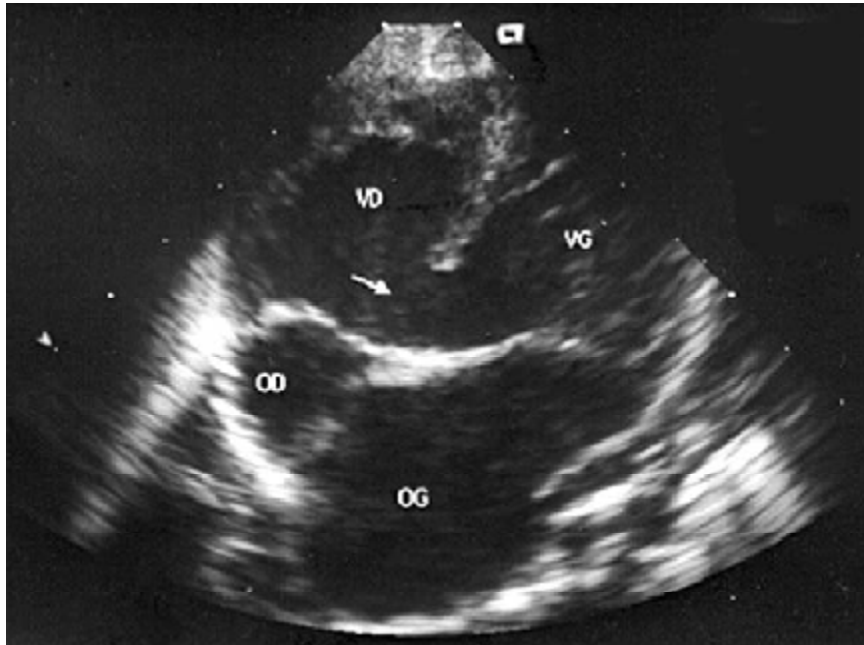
(19) : Echocardiographie d'une large communication interventriculaire (CIV) péri membraneuse avec extension vers le septum d'entrée en coupe apicale des quatre cavités.
